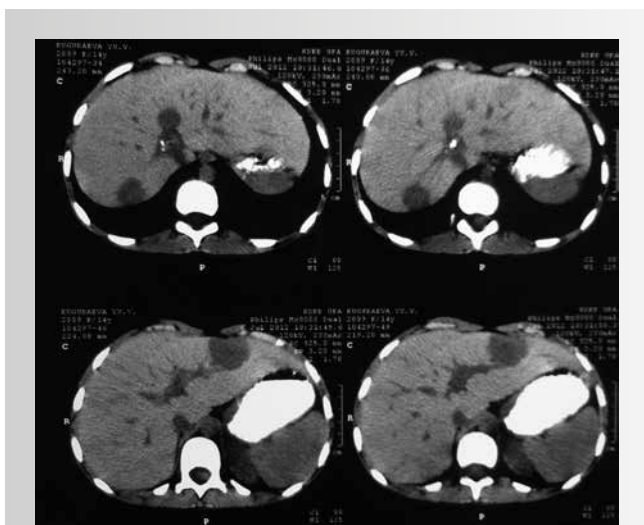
КТ ОБП пациентки К. до лечения
